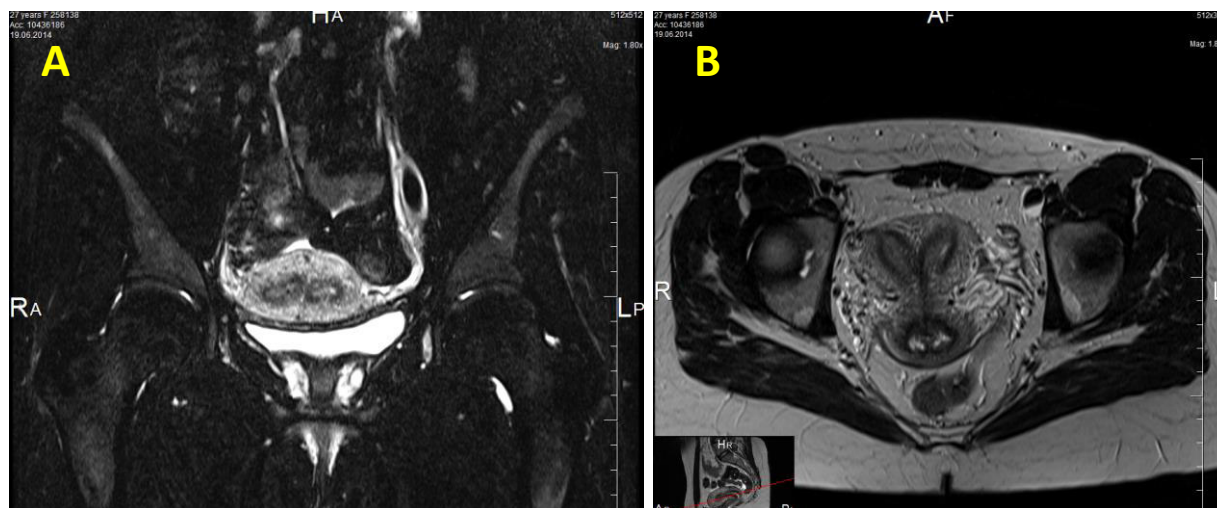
IRM, plan coronal (A) și axial (B), imagini în ponderație T2, US cu sept intrauterin și a colului total (clasa U2bC1V0), fără semne de comunicare dintre cavitățile uterine și canalele endocervicale. Prezența septului uterin din țesut muscular (semnalul izointens cu miometru). Endocolul drept – 3-4mm, endocolul stâng – 2-3mm
